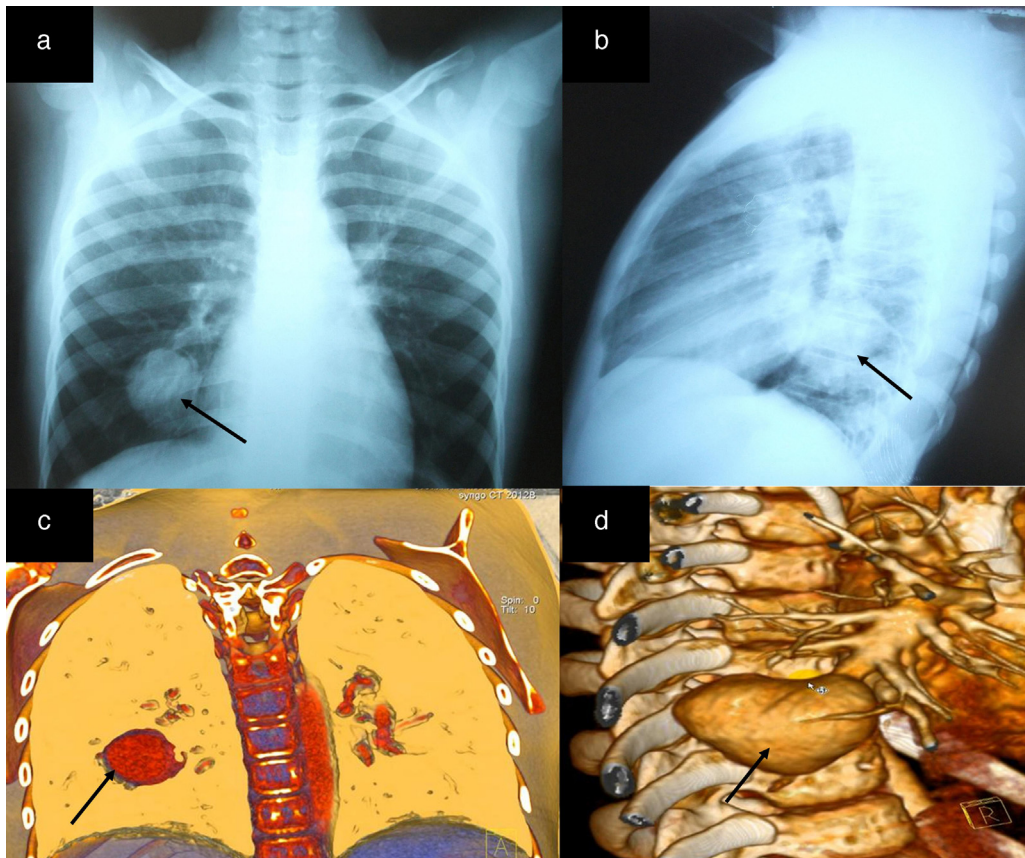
a y b) Se observa en las radiografías de tórax, vistas antero-posterior y lateral, una imagen redondeada que ocupaba el lóbulo inferior del pulmón derecho (véase la flecha negra). c y d) La angiotomografía pulmonar puso de manifiesto que la lesión pulmonar se llenaba de contraste, indicativo de que estábamos en presencia de una fístula vásculo-pulmonar (véase la flecha negra).
